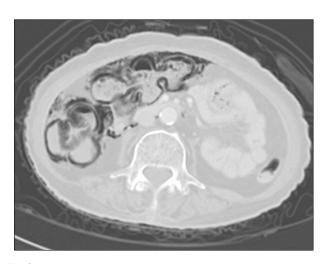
Abdominal CT scan showed intramural gas in ascending and transverse colon.
